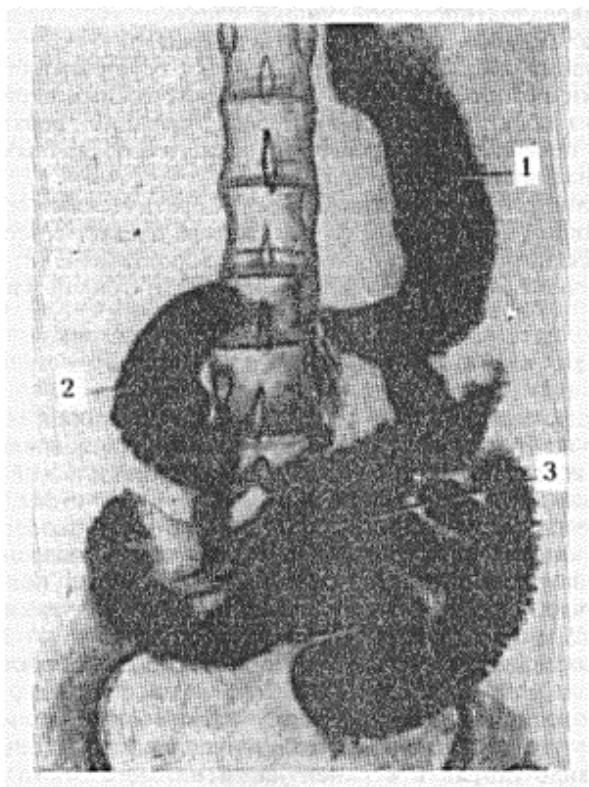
Рентгенограмма тонкой кишки:
